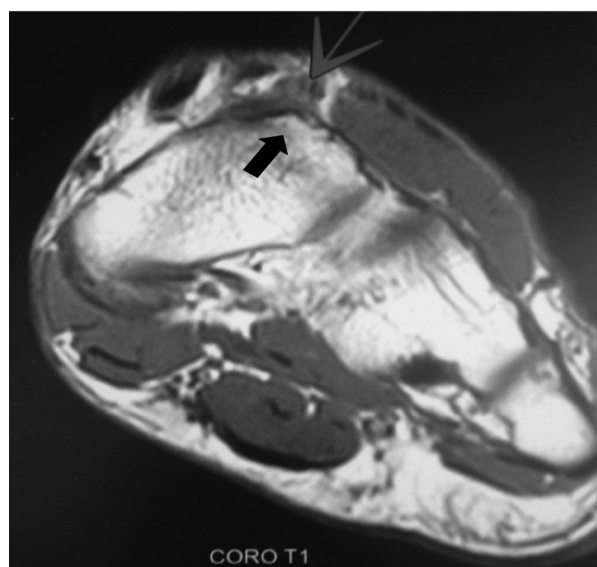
IRM de la cheville gauche : coupe frontale en pondération T1 passant par le naviculaire; excroissance osseuse millimétrique du pôle supérieur du naviculaire (flèche épaisse) avec laquelle le nerf fibulaire profond (flèche fine) vient en contact.
